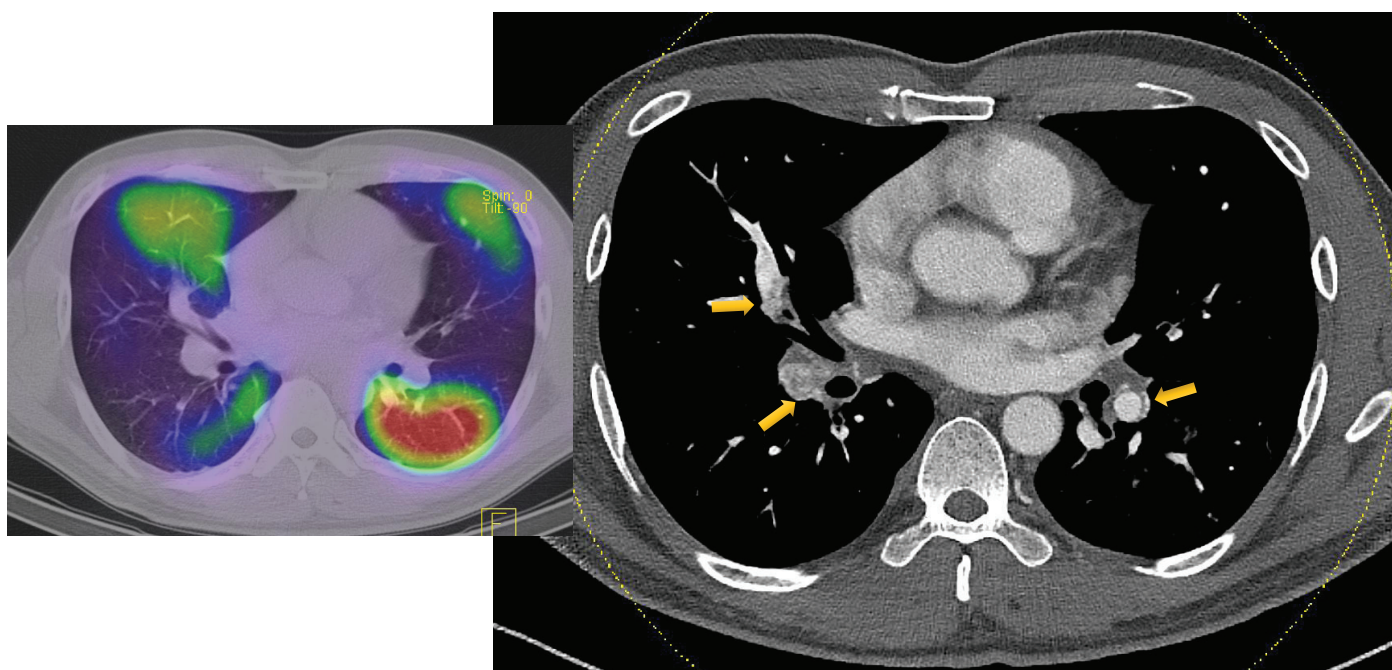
血流シンチグラフィと造影CT併用による区域枝動脈狭窄部位の同定
